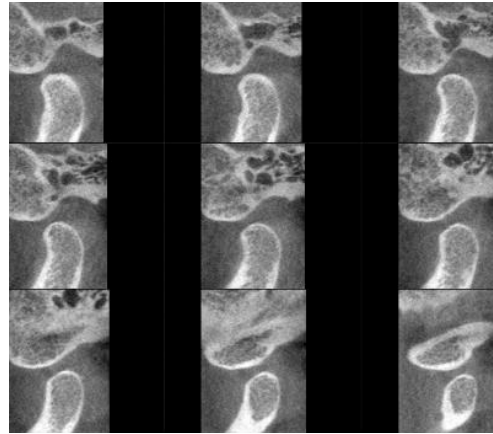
CBCT 시상면 3*3 소견으로 “골변화 없음”을 보이는 사진
